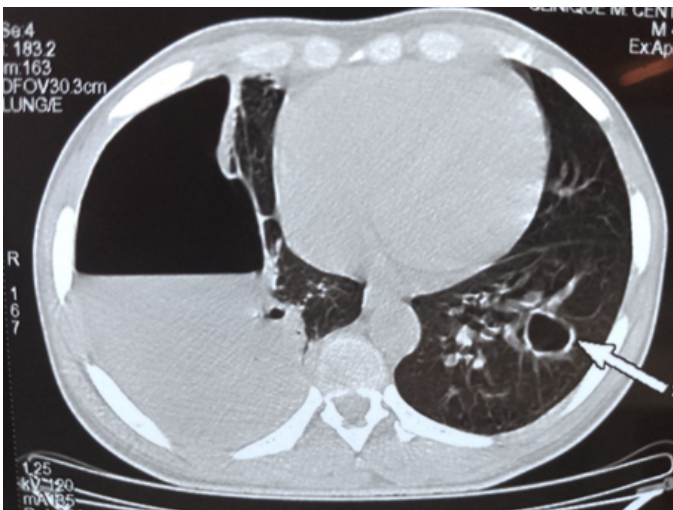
TDM thoracique objectivant un pyothorax droit et une caverne tuberculeuse au niveau du parenchyme pulmonaire gauche
